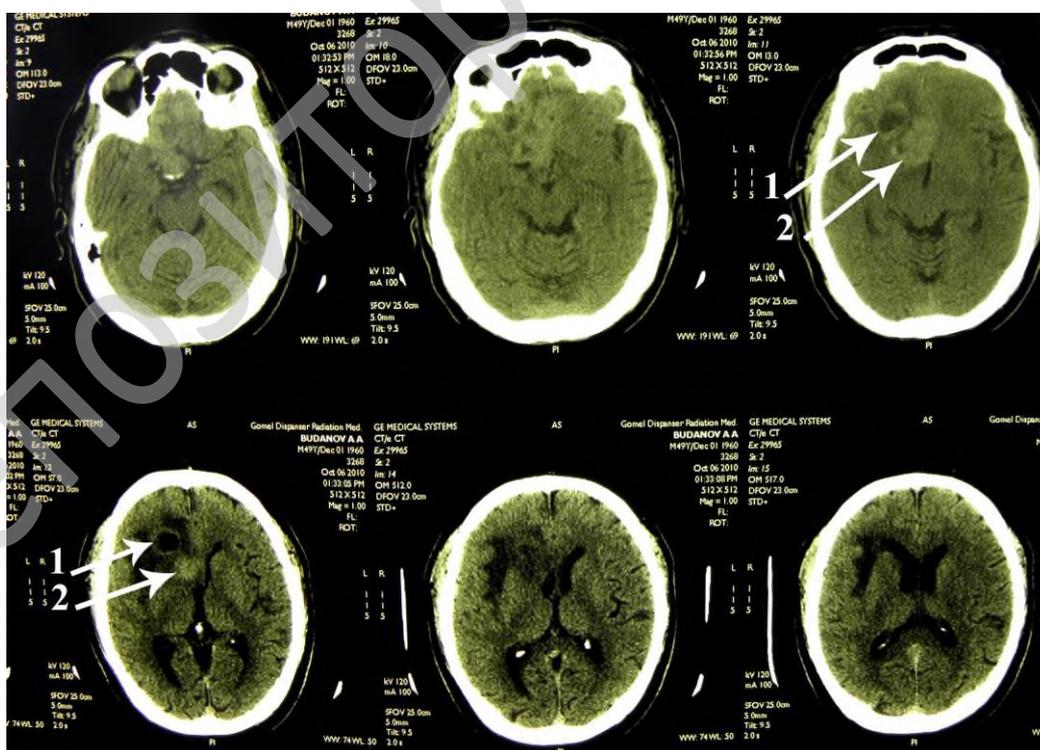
КТ кистозной глиобластомы колена мозолистого тела:
